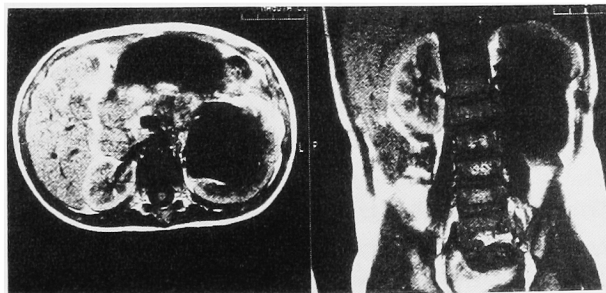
T1-weighted image of magnetic resonance in case 1
